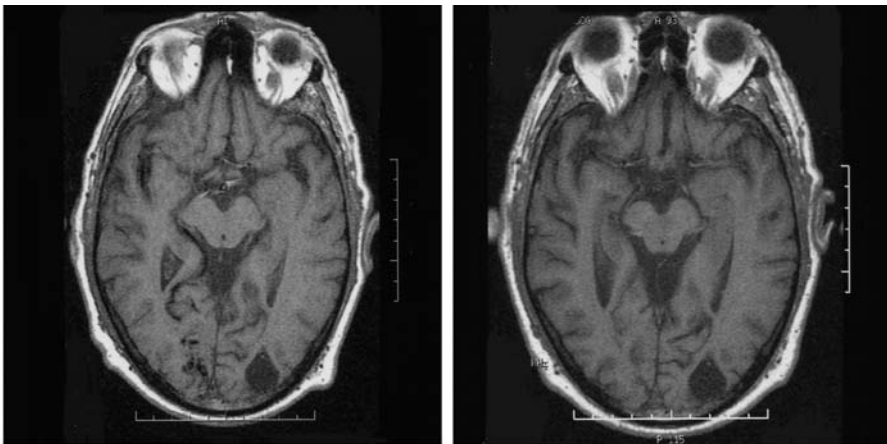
Imagen izquierda. RM craneal que muestra una MAV occipital derecha de 2,5 cm de diámetro y un pequeño infarto occipital izquierdo residual. Imagen derecha. RM craneal con resolución completa de la MAV.*
